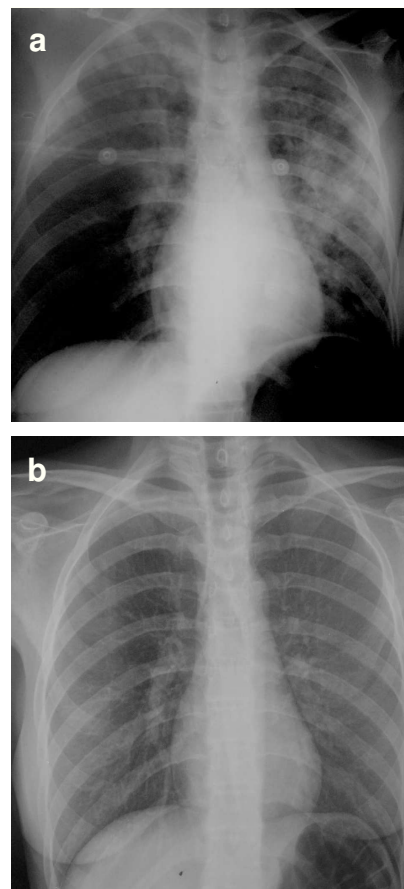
a) Radiografía posteroanterior de tórax, donde se observan los infiltrados pulmonares de inicio del cuadro, y b) resolución de los infiltrados a las pocas horas.
